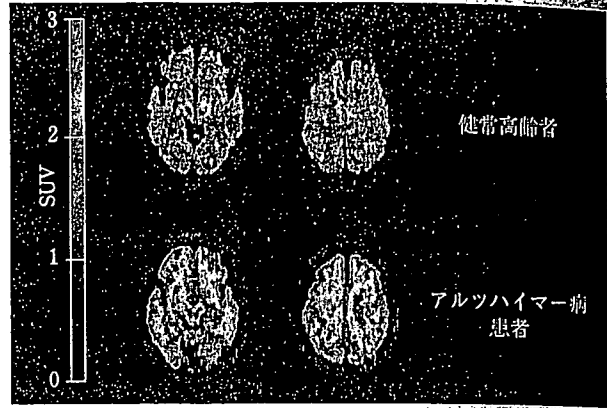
¹¹C]BF-227・PETのSUV(standardized uptake value)画像(口絵②参照)
